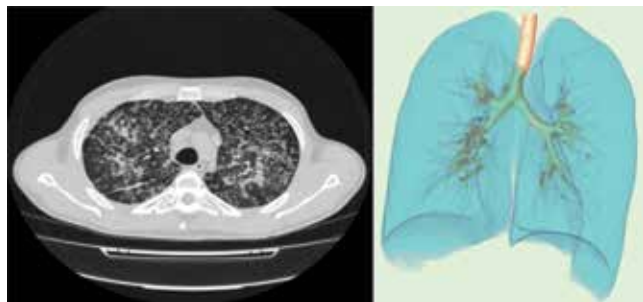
Преобразование КТ-данных в формате DICOM в 3D-модель органов грудной клетки
